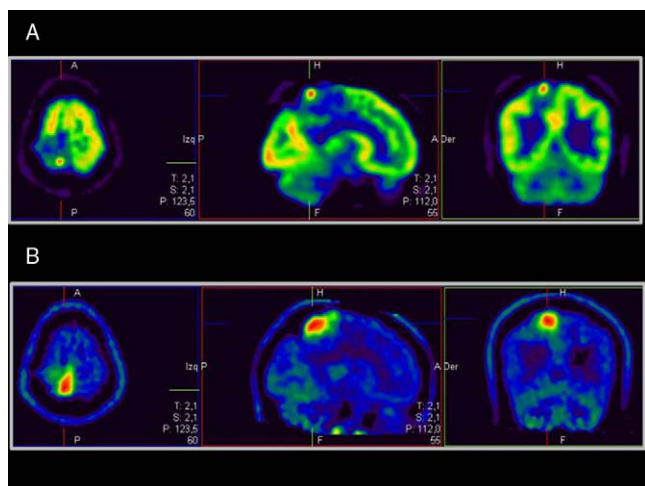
Cortes axiales de PET con ¹⁸F-FDG (A) y ¹¹C-metionina (B) de un paciente con un glioma heterogéneo con un área anaplásica nodular central. Nótese cómo la zona de máxima captación coincide en ambos estudios (anaplásica), mientras que las áreas de bajo grado y áreas de transformación que se extienden más allá del foco observado con ¹⁸F-FDG sólo se aprecian con ¹¹C-metionina.
